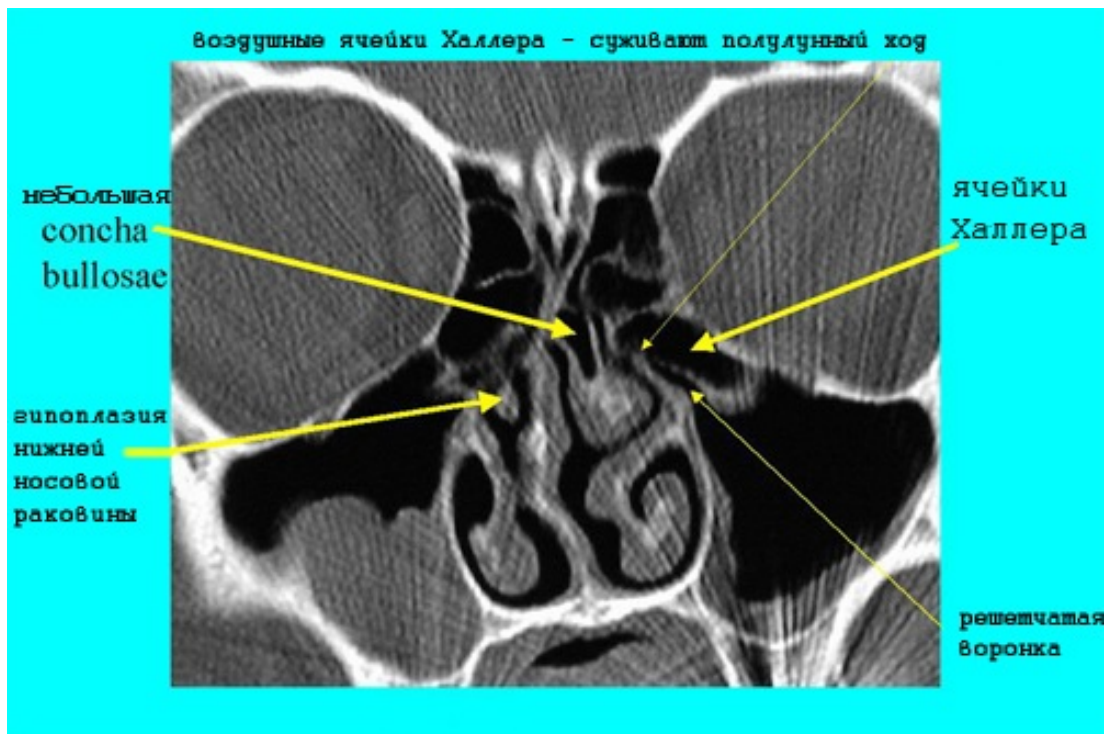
КТ полости носа. Крупные ячейки Халлера суживают решетчатую воронку.
